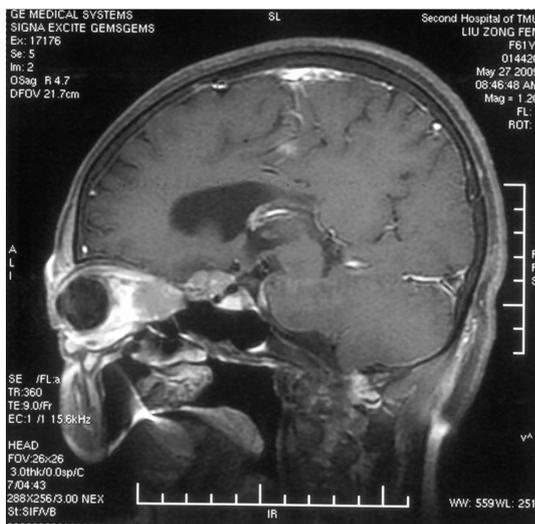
视神经鞘脑膜瘤 MRI 可见肿瘤与颅内沟通。
